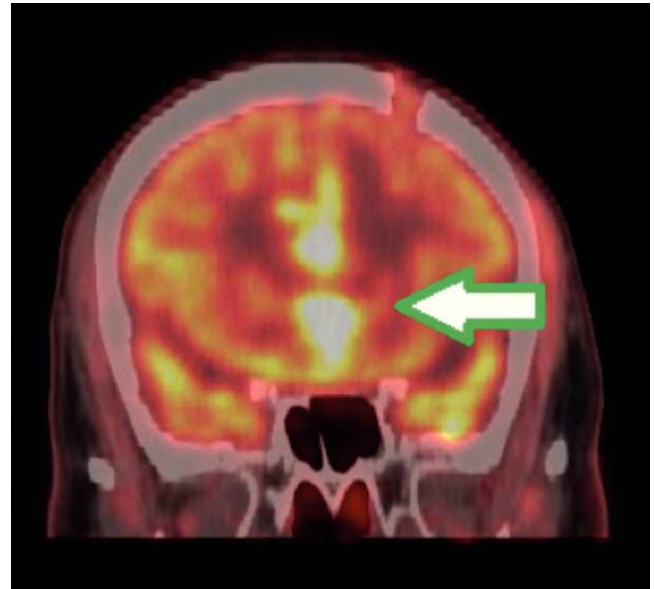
PET/CT imagen fusionada cerebral en vista coronal. Corte coronal evidenciando lesiones hiperglicolíticas que infiltran la región interhemisférica y cuerpo calloso; también se observa solución de continuidad frontal izquierda correspondiente a la biopsia.
